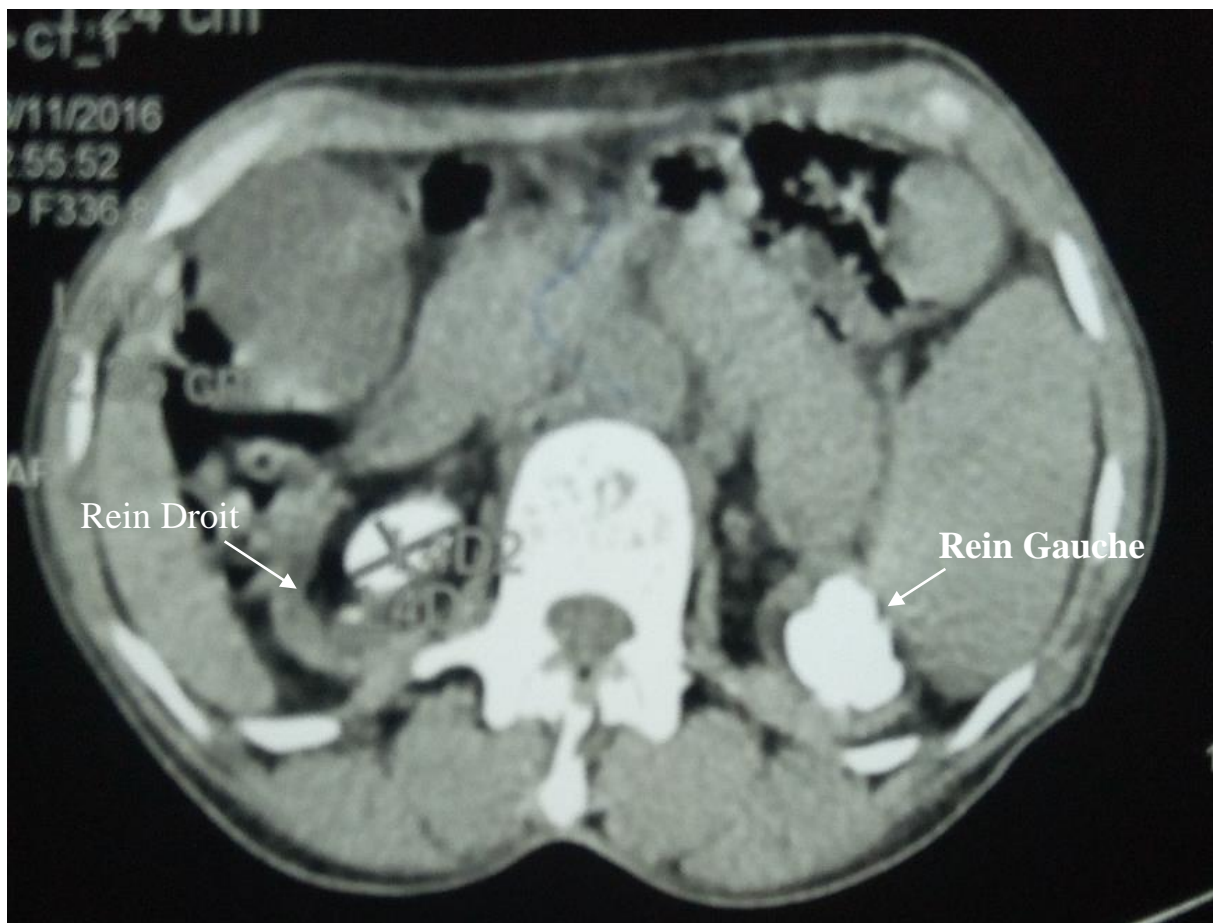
TDM abdomino-pelvienne montrant des lithiases rénales bilatérales obstructives (Service d'urologie CHU Pr B.S.S de Kati).
